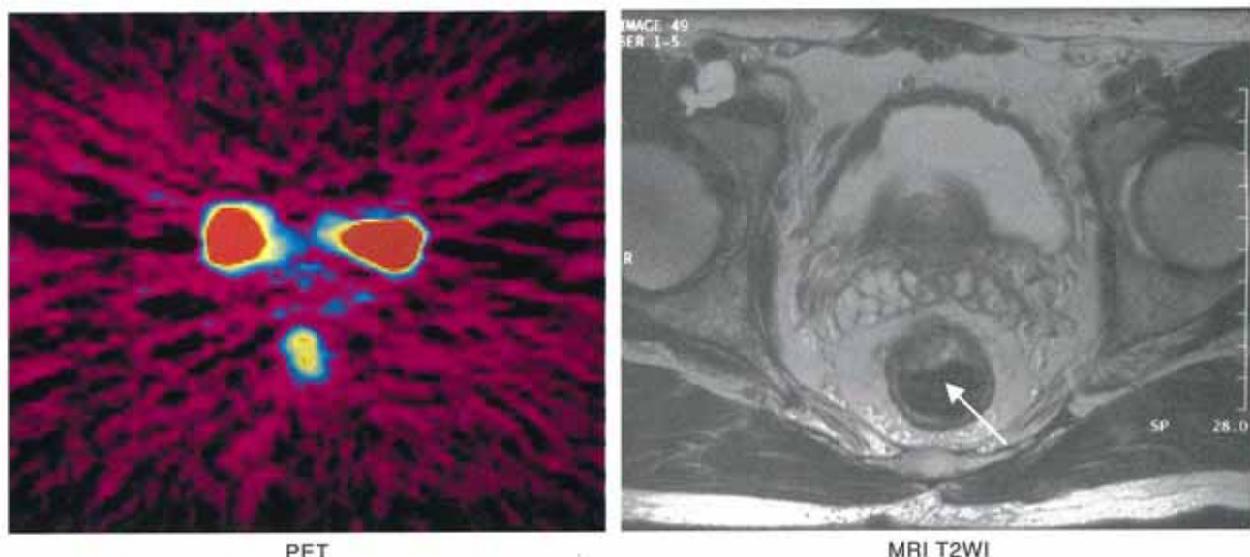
吻合部の粘膜下に再発が疑われたものの生検で確定がつかなかった症例。PETでは再発巣に明らかなFDGの高集積があり、手術でも再発が確認された。
